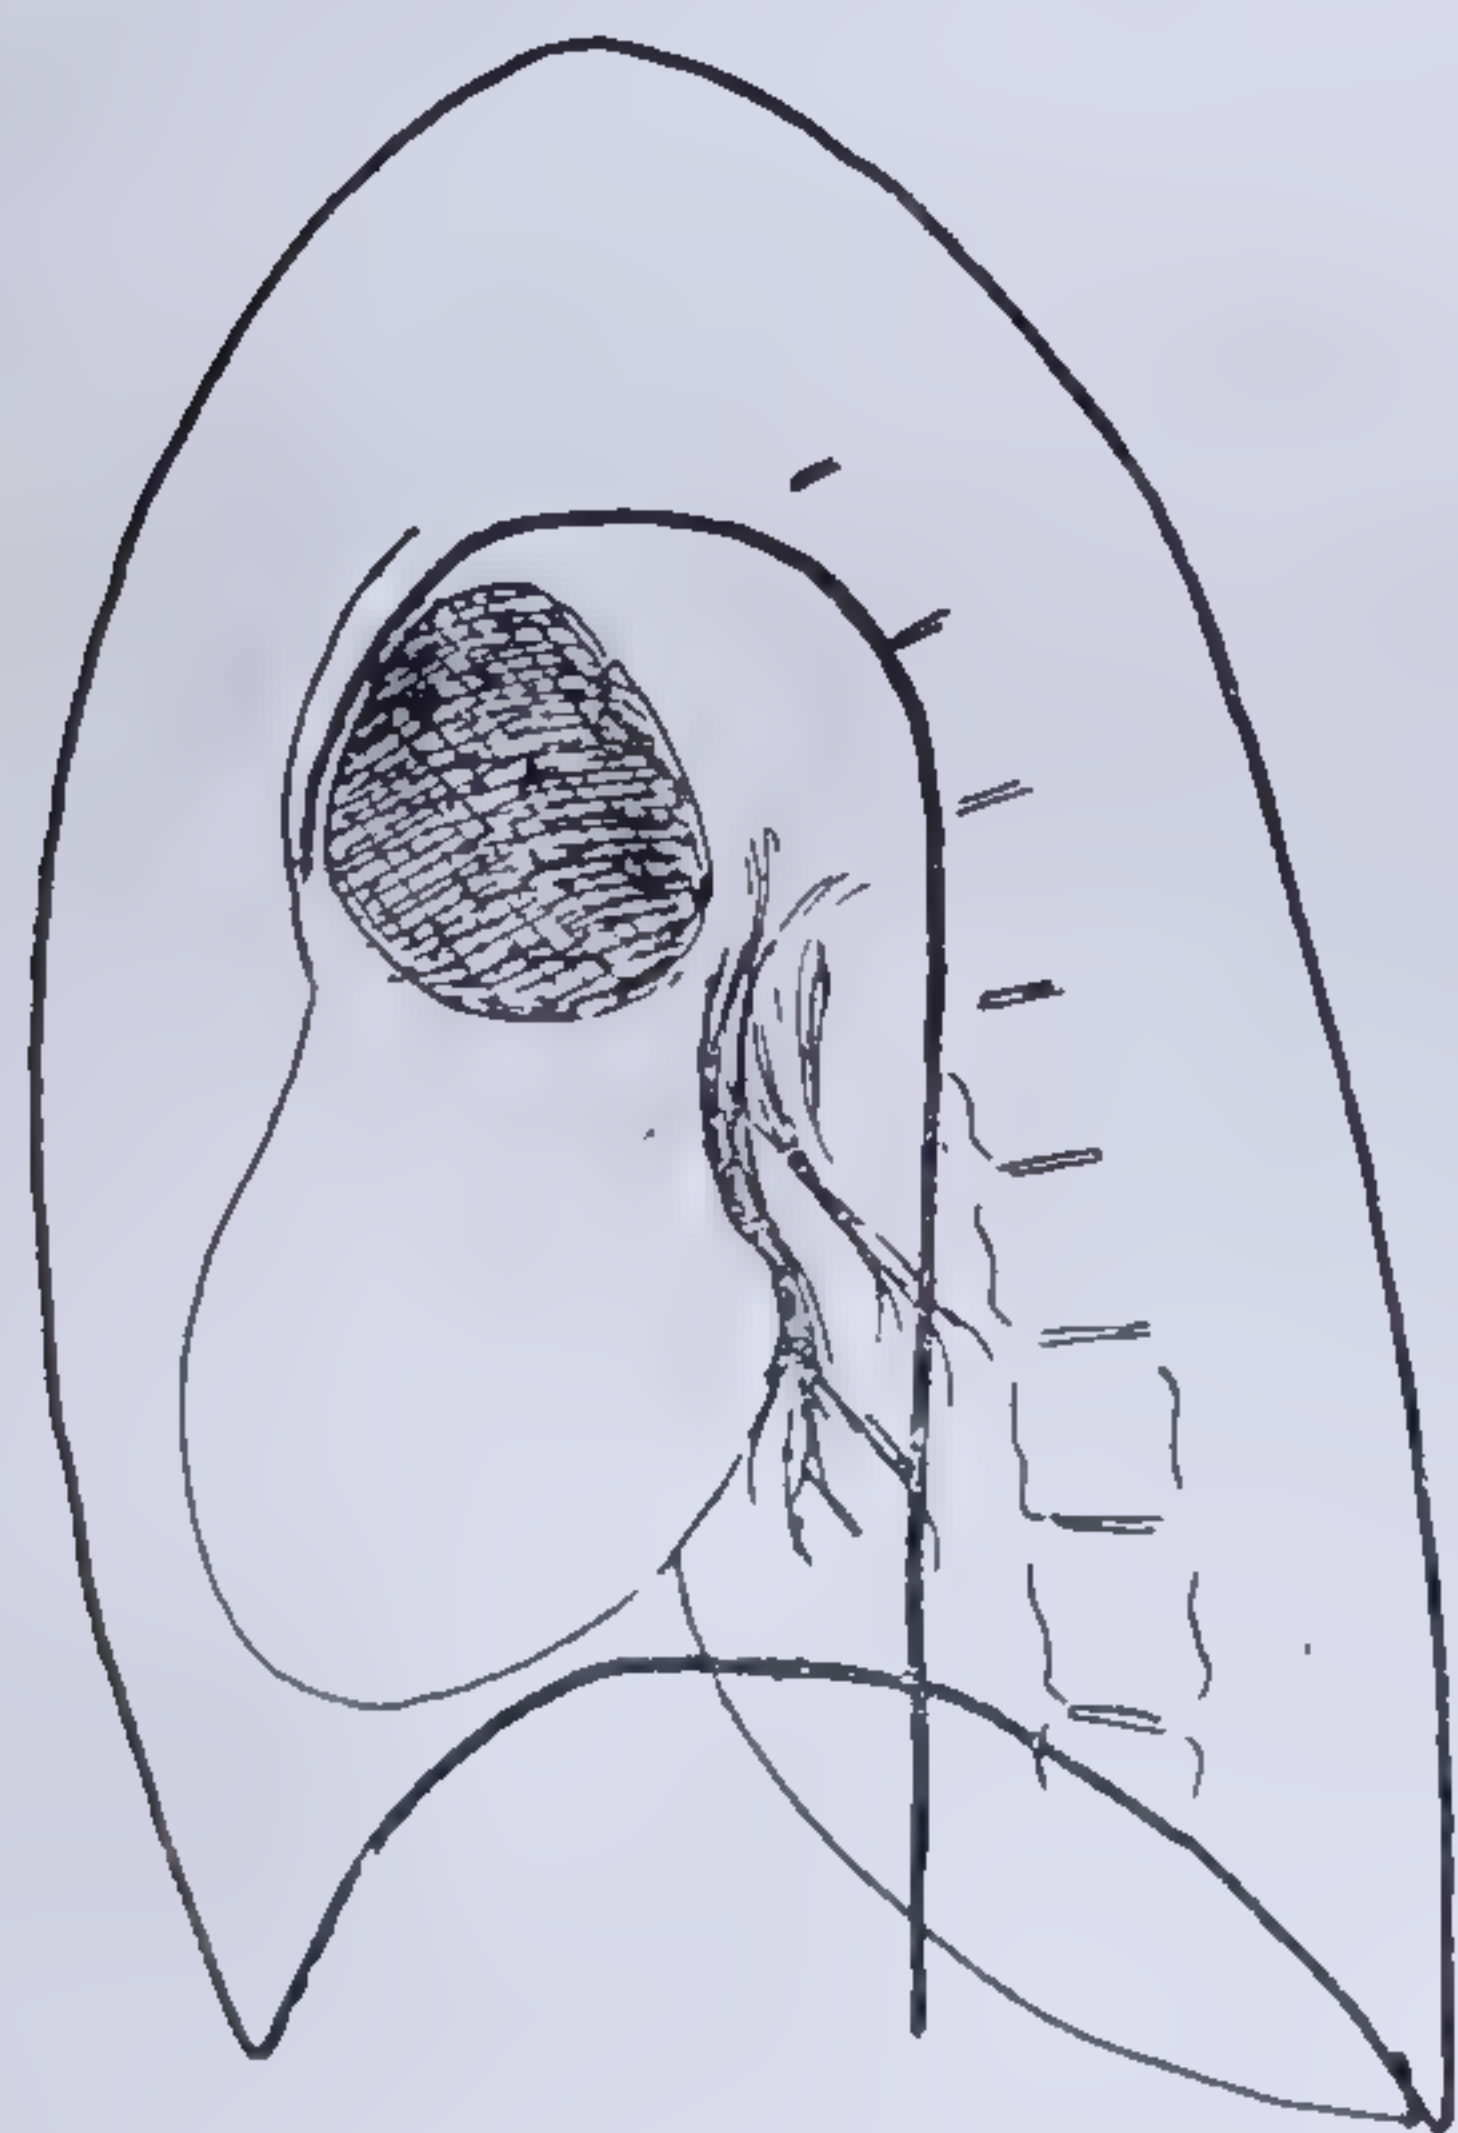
c și d. — Cateterismul retrograd al aortei prin sondă opacă arată traiectul nemodificat al aortei în întregime, atât pe radiografia de față, cât și pe radiografia de profil. Metoda precizează diagnosticul de diverticul pericardic și nu de anevrism al aortei. Caz confirmat operator (colecția dr. Gh. Gatoschi).
